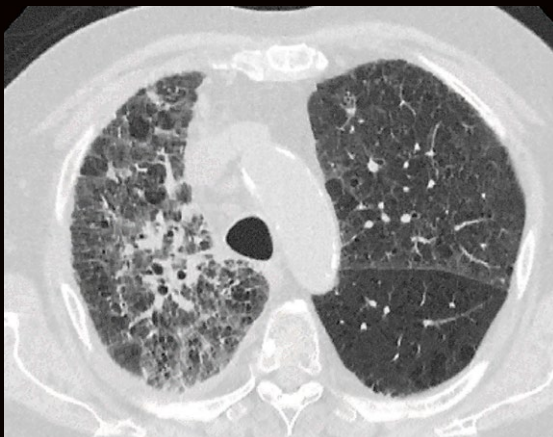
a: Low-Dose-Thorax-CT, Canon Aquilion Prime SP, Rekonstruktion: AIDR 3D; DLP 115,8 mGy × cm / 2,1 mSv
